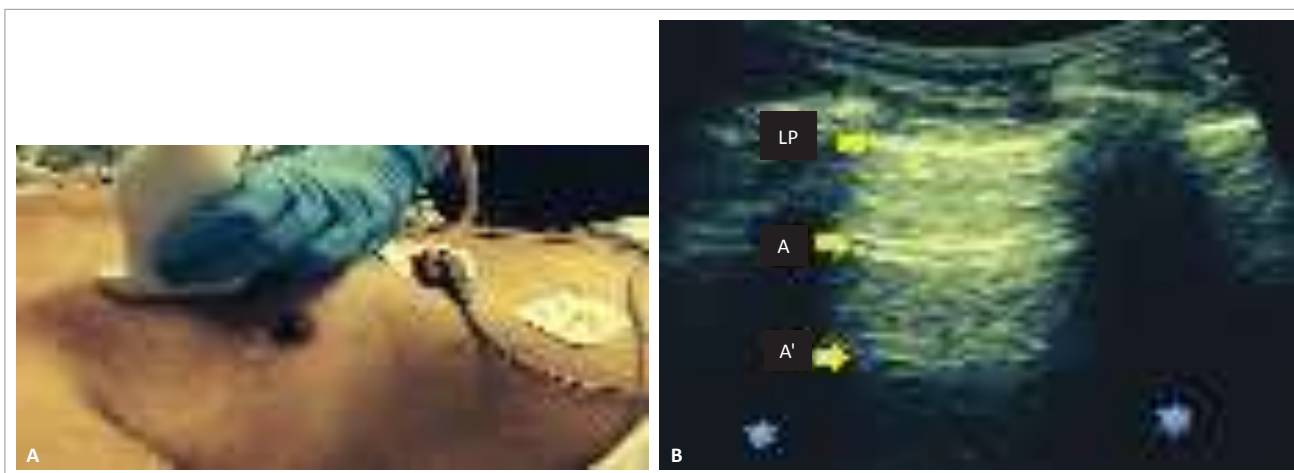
Ultrassonografia pulmonar normal. (A) Posicionamento do transdutor no tórax, perpendicular às costelas. (B) Exame do pulmão normal, em que se observam a linha pleural (LP), as linhas A e as sombras acústicas das costelas (asteriscos).
